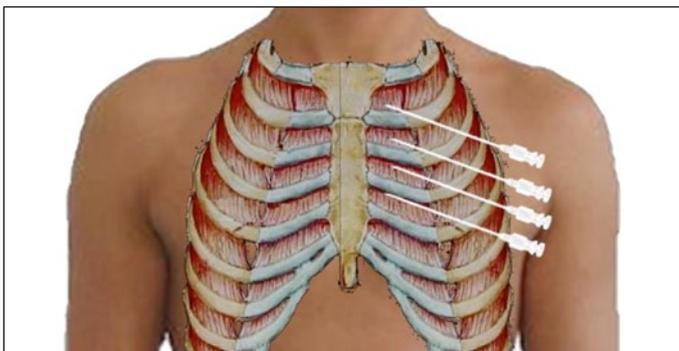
Parasternale Injektion „Pyramide“
